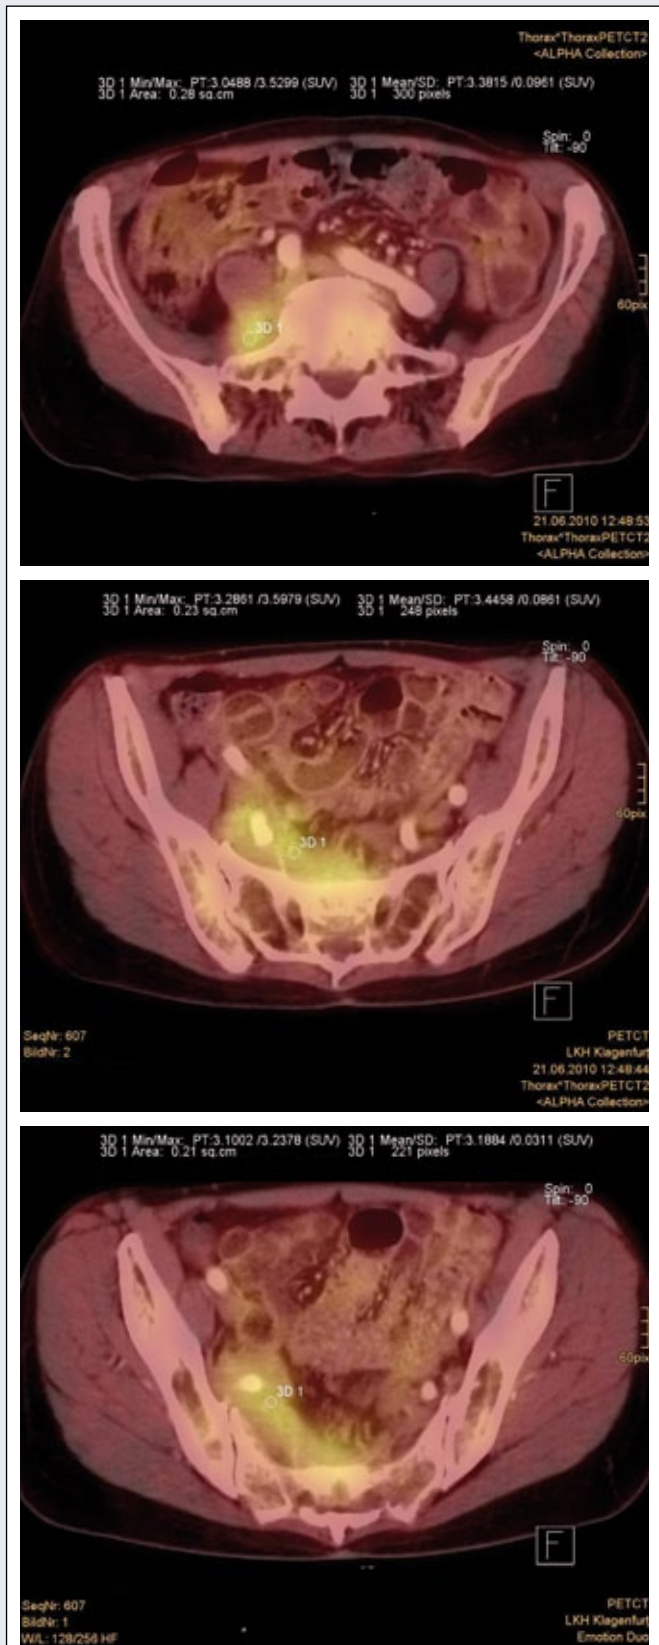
Fusions-FDG-PET-CT (06/2010): Rechts paravertebral beginnend an der Aortenbifurkation bis prävertebral von S5 mäßig FDG-positive Läsion – suspekt auf einen Weichteiltumor.
